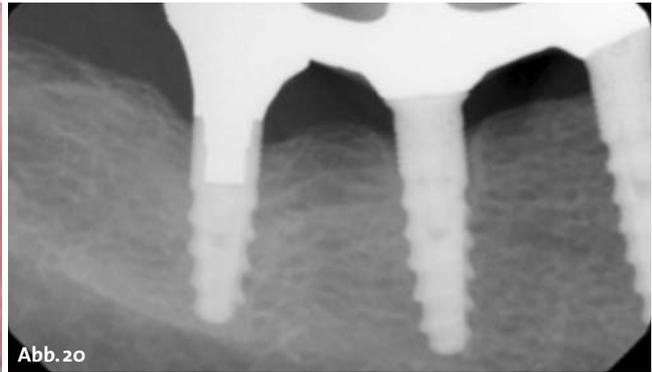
Periimplantitis mit geringem Attachmentverlust. – Abb. 20: Das Röntgenbild zeigt geringe Beteiligung des Hartgewebes. – Abb. 21: Bereits kurze Zeit nach der Therapie ist die Wunde abgeheilt. – Abb. 22: Keine Blutung auf Sondierung.
